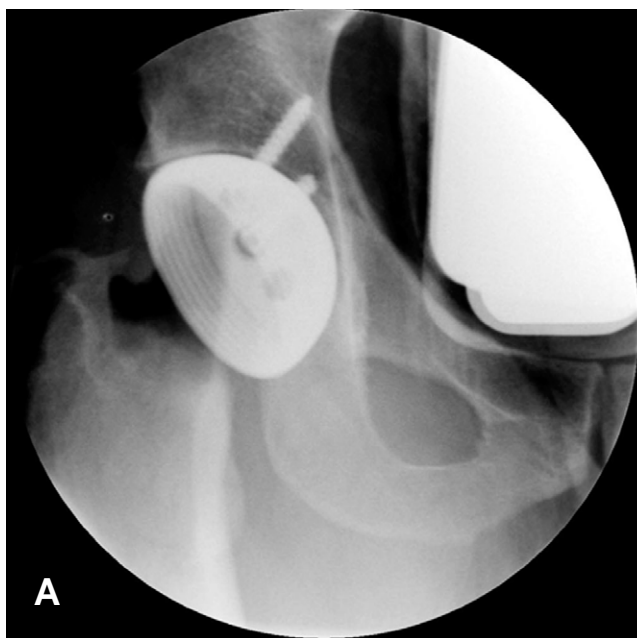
The intraoperative C-arm technique can be used after fixation of true acetabular cup. Because X-ray shows over inclination angle of acetabular cup (A), we removed screws and cup out, then refixed it properly (B).
